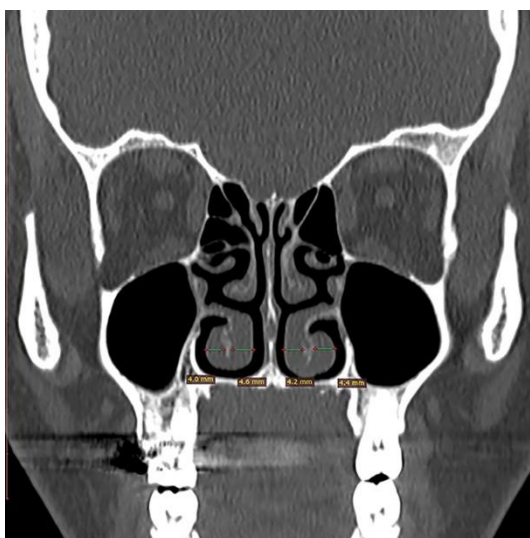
Tomografie computerizată coronală a cornetului inferior
